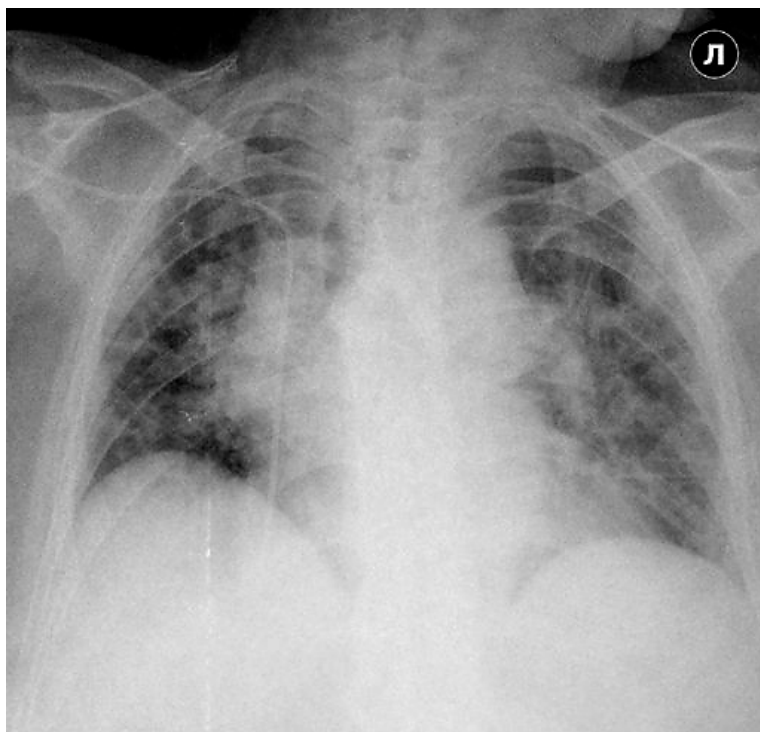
Рентгенограмма органов грудной полости в передней проекции пациента П., 39 лет с верифицированной новой коронавирусной инфекцией (COVID-19). Определяются билатеральное усиление легочного рисунка в средних отделах обоих легких и уплотнение легочной ткани низкой интенсивности, без четких и ровных контуров в наддиафрагмальных отделах правого легкого
